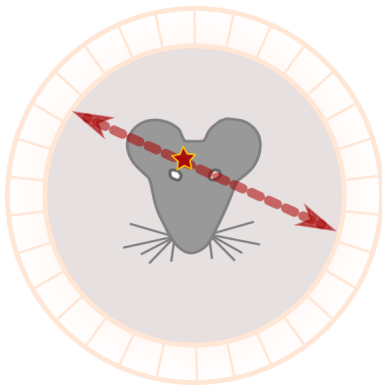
Das PET-Prinzip. Durch den dem Tier vorab verabreichten Tracer (Stern) entstehen letztendlich zwei entgegengesetzte Gamma-Photonen mit 511 keV (rote Pfeile), welche auf den Detektorring treffen.
